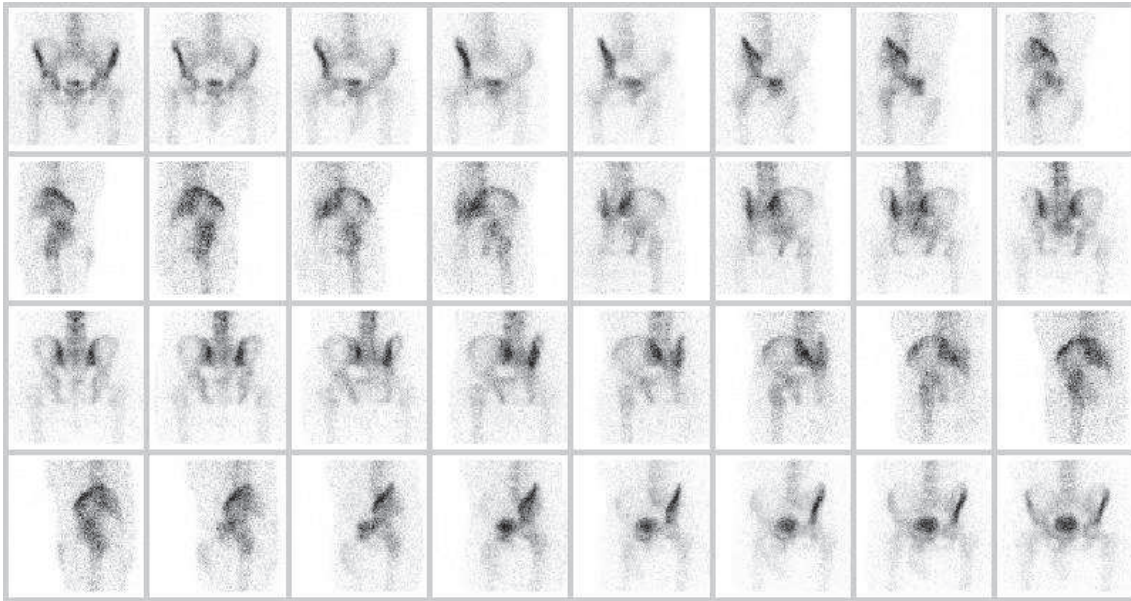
Serie de proyecciones óseas de la región pélvica adquirida en un equipo SPECT clínico en 360° (el orden secuencial es de izquierda a derecha y de arriba hacia abajo). Se aprecia el incremento progresivo de intensidad en vejiga debido al incremento de concentración de orina marcada con radio-trazador durante las sucesivas adquisiciones.
